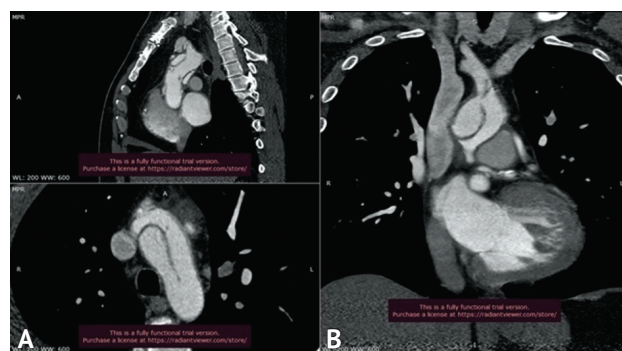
Компьютерное томографическое изображение органов грудной клетки с контрастированием. Диссекция аорты с распространением на устье левой подключичной артерии и окклюзия левой общей сонной артерии
